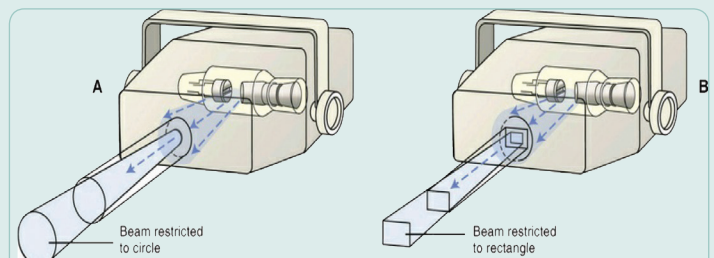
Collimation of an x-ray beam (blue) is achieved by restricting its useful size. (A) Circular collimator. (B) Rectangular collimator restricts area of exposure to just larger than the detector size and thereby reduces unnecessary patient exposure.
